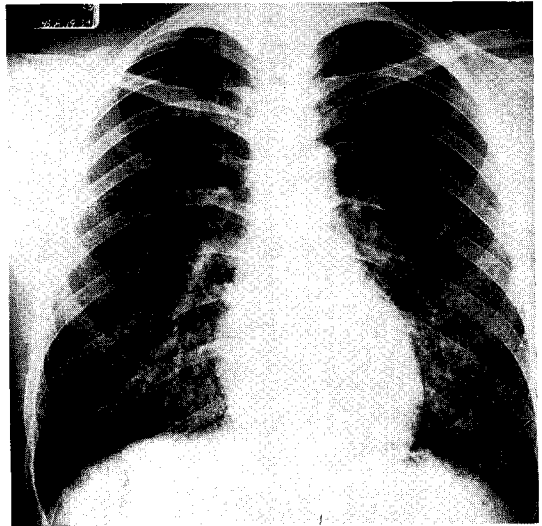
Initial Chest radiograph shows numerous small size nodules throughout the lung.
